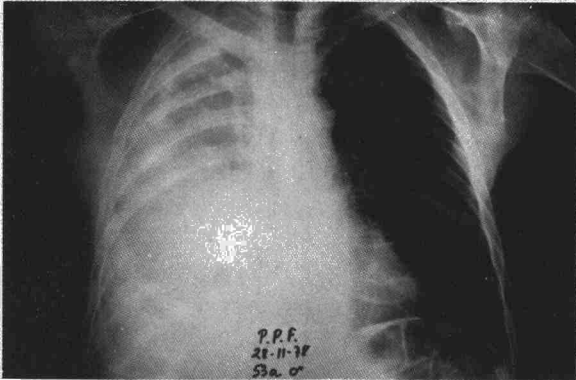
Radiografía de tórax en P.A.: opacidad de todo el hemitórax derecho.
